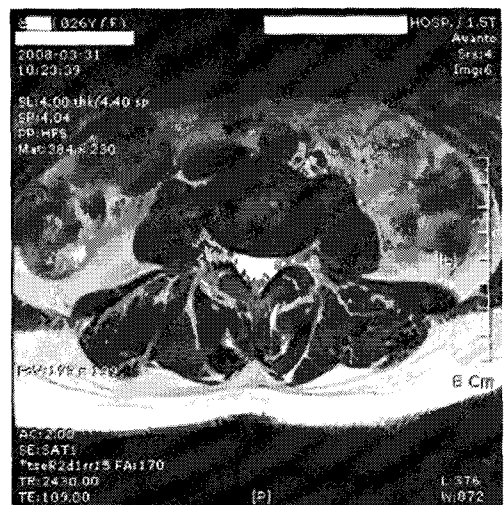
L3/4 Axial Image of L-Spine MRI in Case 2
